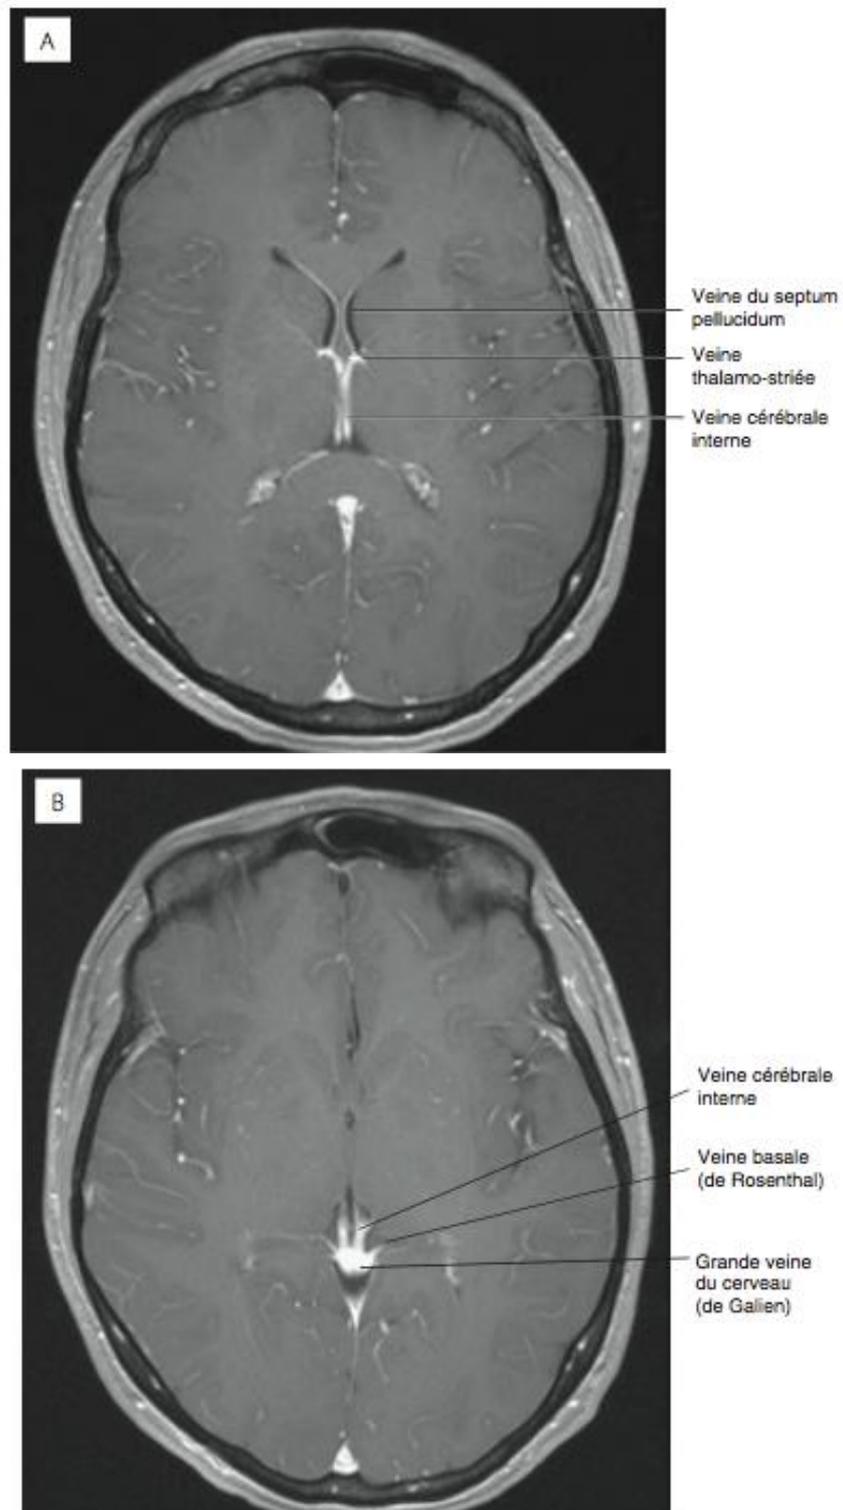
IRM avec rehaussement de contraste en pondérationT1, coupes transversales.
